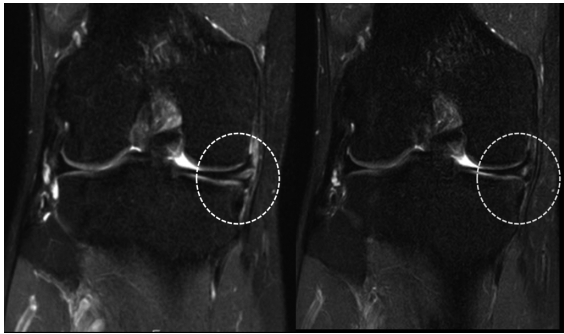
【関節内代表症例】症例⑤ PRP投与例 膝関節内側半月板損傷 MRI (PDFs) Cor 像
